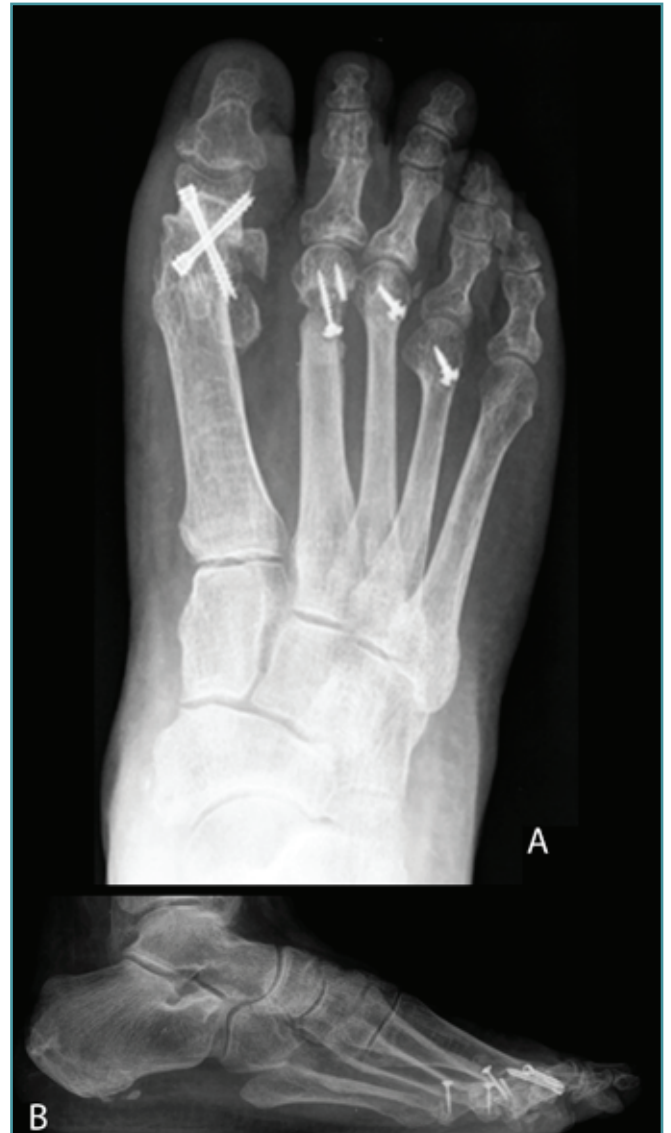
Radiografías posquirúrgicas: A: anteroposterior; B: lateral.
